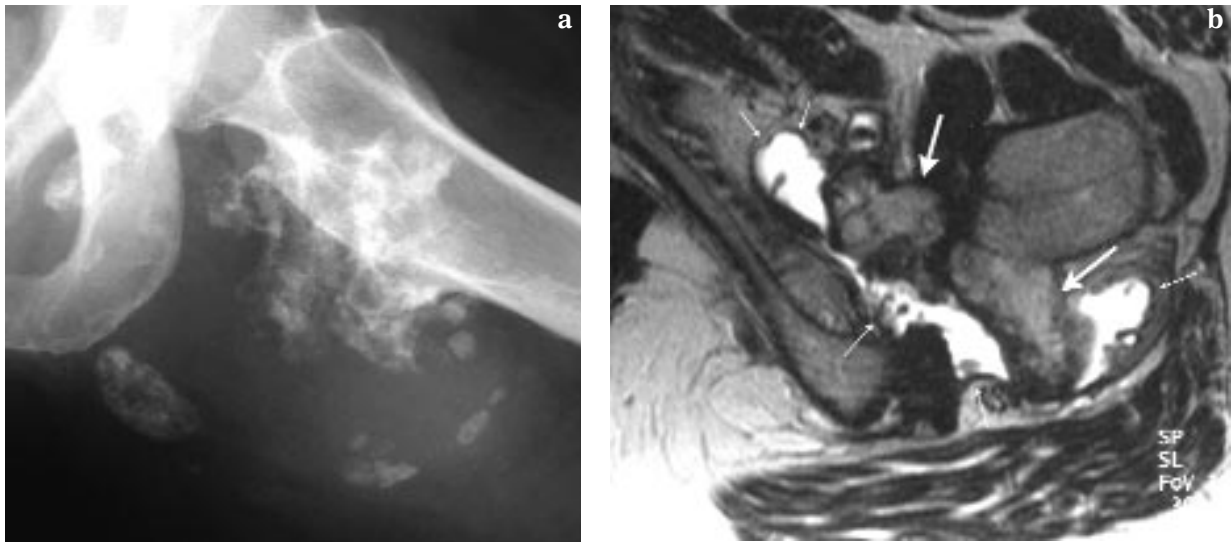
a, b : Ostéochondromatose synoviale développée dans une bourse en regard d'un ostéochondrome fémoral en radiographie (a) et en IRM (b : coupe axiale pondérée en T2) (flèches : ostéochondrome fémoral, petites flèches : bursite) (de la référence [7] avec permission).
